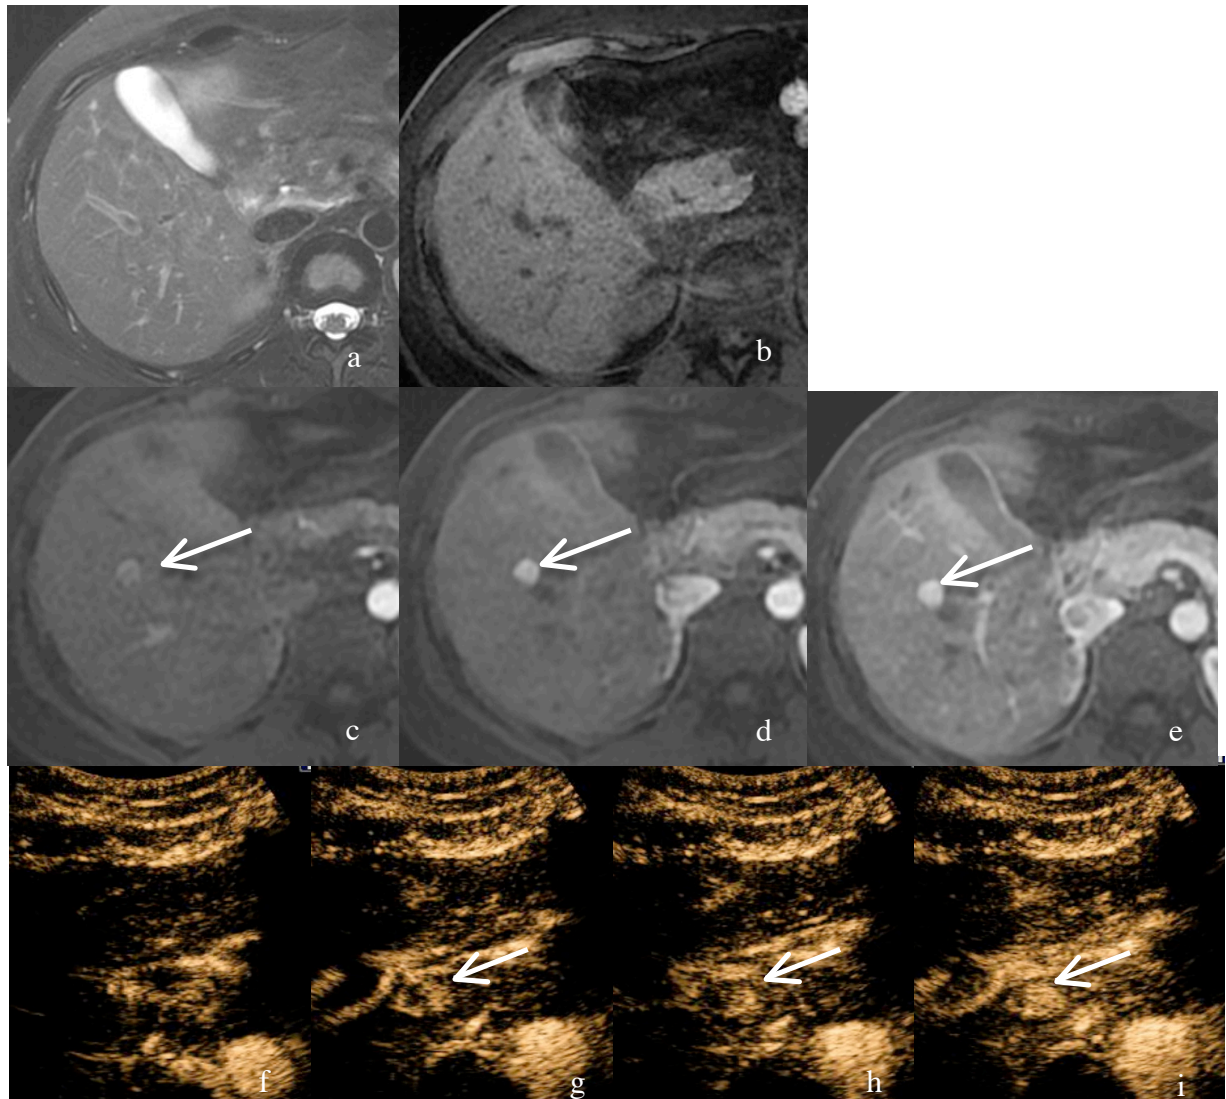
Patiente âgée de 43 ans. Découverte fortuite d'une lésion hypervasculaire du segment I de 15 mm, sur un scanner réalisé pour pancréatite aiguë lithiasique, ayant fait réaliser une IRM. La lésion (flèche) est isointense avant injection en pondération T2 (a) et T1 (b). L'acquisition triphasique artérielle met en évidence un rehaussement faible au temps artériel angiographique (phase 1, c), intense au temps artériel précoce (phases 2, d) et intense au temps artériel tardif (phase 3, e). L'absence d'élément central fait réaliser une échographie de contraste (f, g, h, i) mettant en évidence un rehaussement centrifuge (0, 11, 12, 14 secondes respectivement), en rayon de roue (g), sans washout, typique d'HNF.
